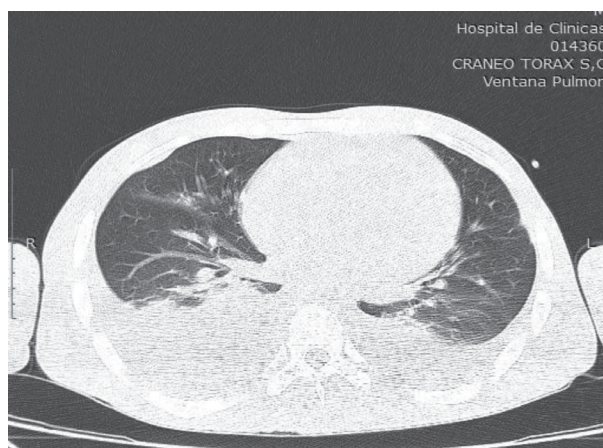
Tomografía pulmonar: se observa derrame bilateral y condensación bilateral.
